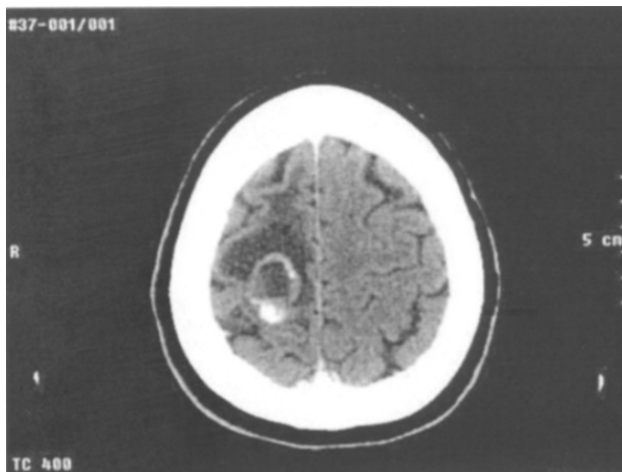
Tomografía de cráneo se muestra lesión.
